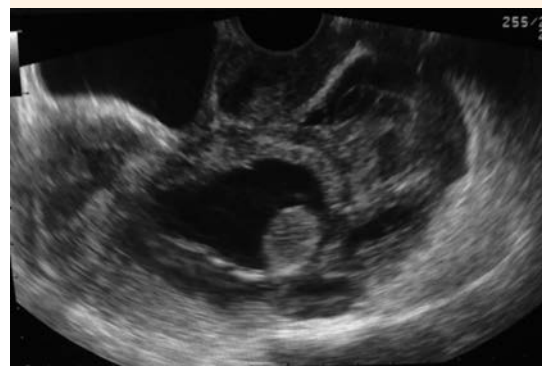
Ecografía transvaginal que muestra el remanente cervical adyacente al saco gestacional.
